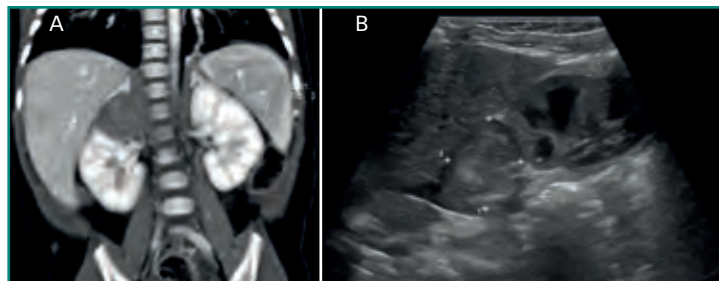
Neuroblastoma. Varón de dos años de edad. Masa adrenal derecha con efecto de masa sobre el polo superior del riñón ipsilateral. A: TC con contraste, corte coronal; B: ecografía abdominal del mismo paciente, corte longitudinal centrado en el espacio suprarrenal derecho, confirmando separación respecto del riñón ipsilateral.
